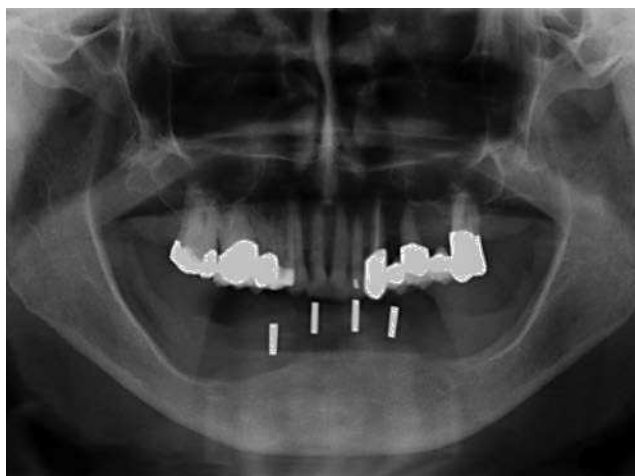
Radiografía diagnóstica preimplantes.
